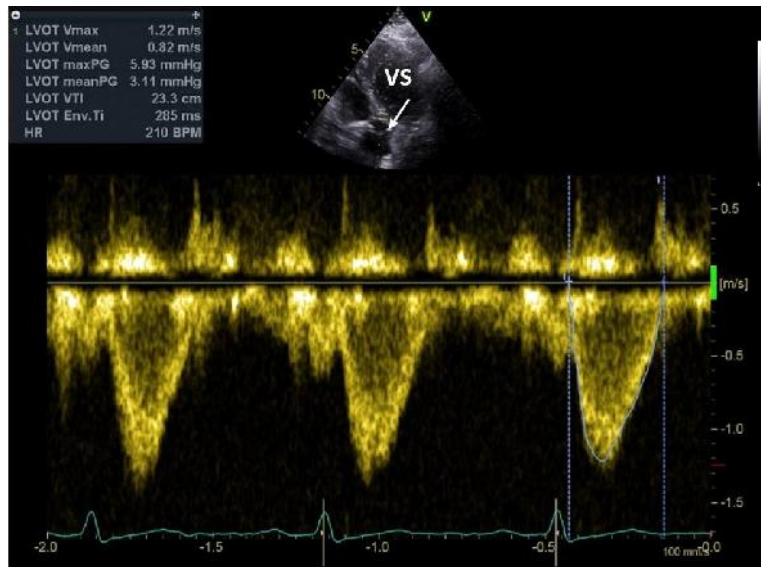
Interogare Doppler Pulsat în tractul de ieșire a ventriculului stâng (TEVS) cu măsurarea integralei viteză timp (IVT)=23.3cm
